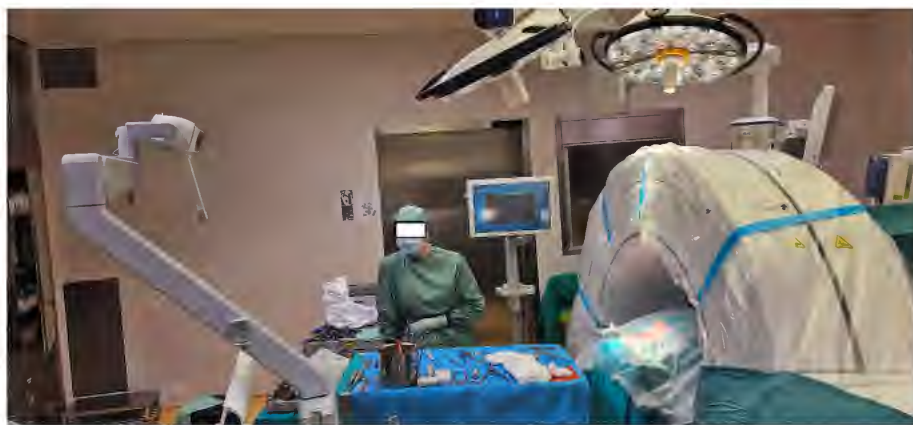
Intraoperatives Set-up für navigierte dorsale HWS-Zugänge. Die Infrarotkamera und der Instrumententisch sind am Kopfende positioniert. Das intraoperative CT (O-Arm) ist steril am kaudalen Ende des OP-Situs positioniert. Im Zugangsbereich sichtbar ist die Referenzklemme mit den Infrarotmarkern („Stern“), die am Dornfortsatz fixiert wurde
